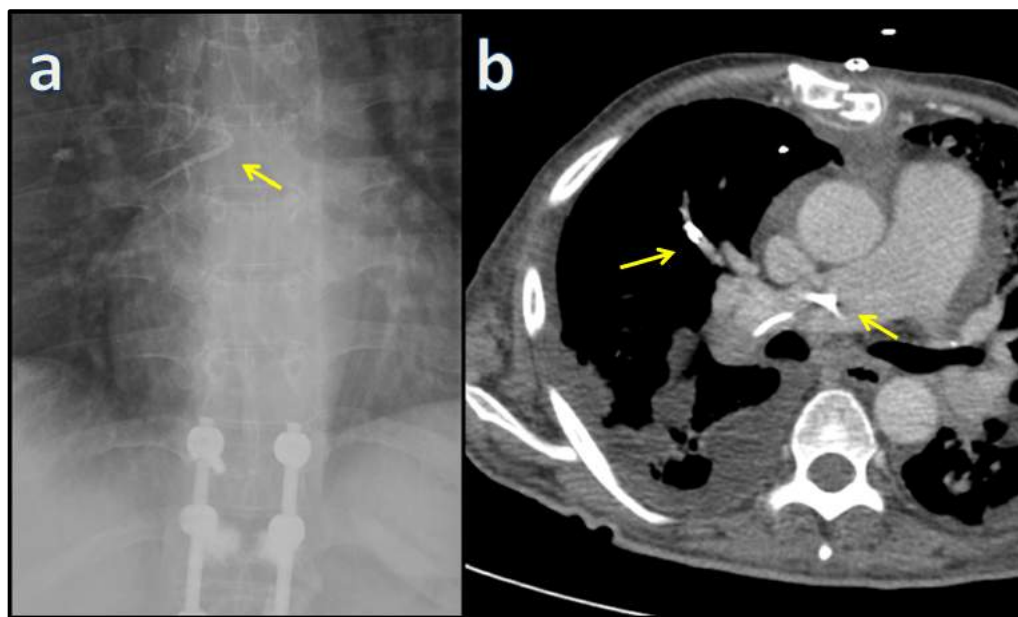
a) Radiografía de tórax. b) Tomografía computarizada (TC).
